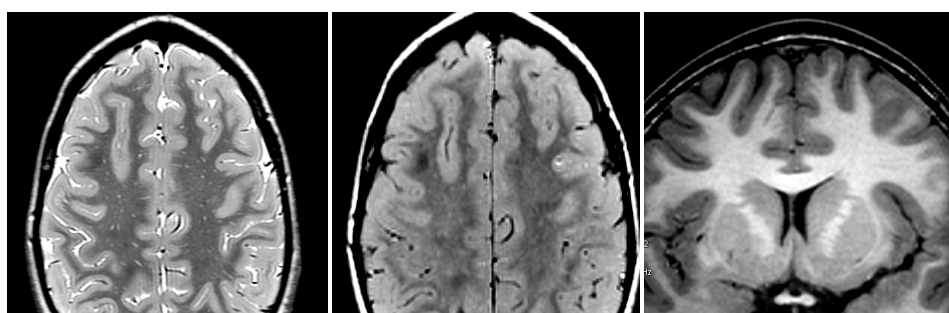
DCF-FS. De izquierda a derecha, secuencias T2, FLAIR y T1 mostrando discreta BORR en el fondo del surco frontal superior derecho, que es más profundo que el izquierdo. En ninguna de las secuencias se identifica alteración de la señal de la sustancia blanca yuxtacortical.
